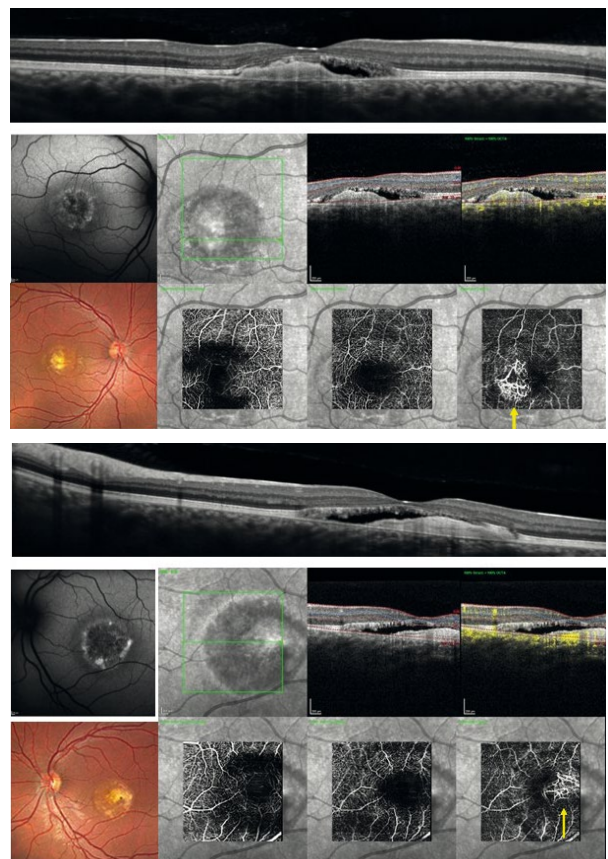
Distrofia viteliforme macular de Best complicada con una membrana neovascular. Varón de 32 años de edad, con una variante patogénica en el gen *BEST1* (c.73C>T), con agudeza visual asimétrica: 0,7 en el ojo derecho y 0,3 en el ojo izquierdo. Se observan unas lesiones maculares bilaterales, simétricas, de aspecto cicatricial, complicadas con la presencia de membrana neovascular. En la tomografía de coherencia óptica (fila superior) se identifica material fibrovascular subretiniano con fluido subretiniano asociado. La angiografía por tomografía de coherencia óptica confirma la presencia de un complejo vascular bien definido (flecha amarilla), con un patrón característico de red capilar neovascular en el espacio subretiniano.
